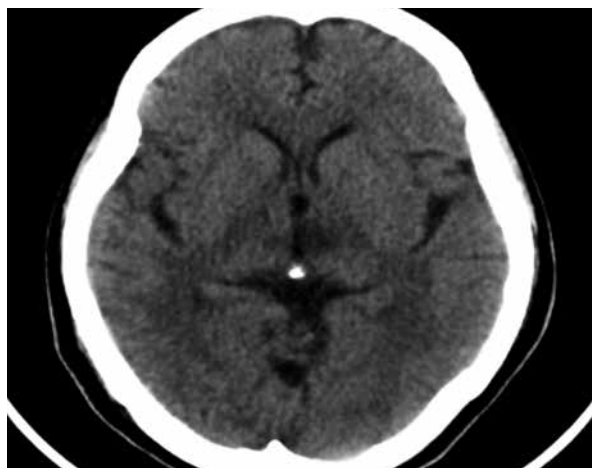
Corte axial de tomografía multicorte. Muestra una hipodensidad bilateral a predominio del lado izquierdo, en el tálamo medio.
